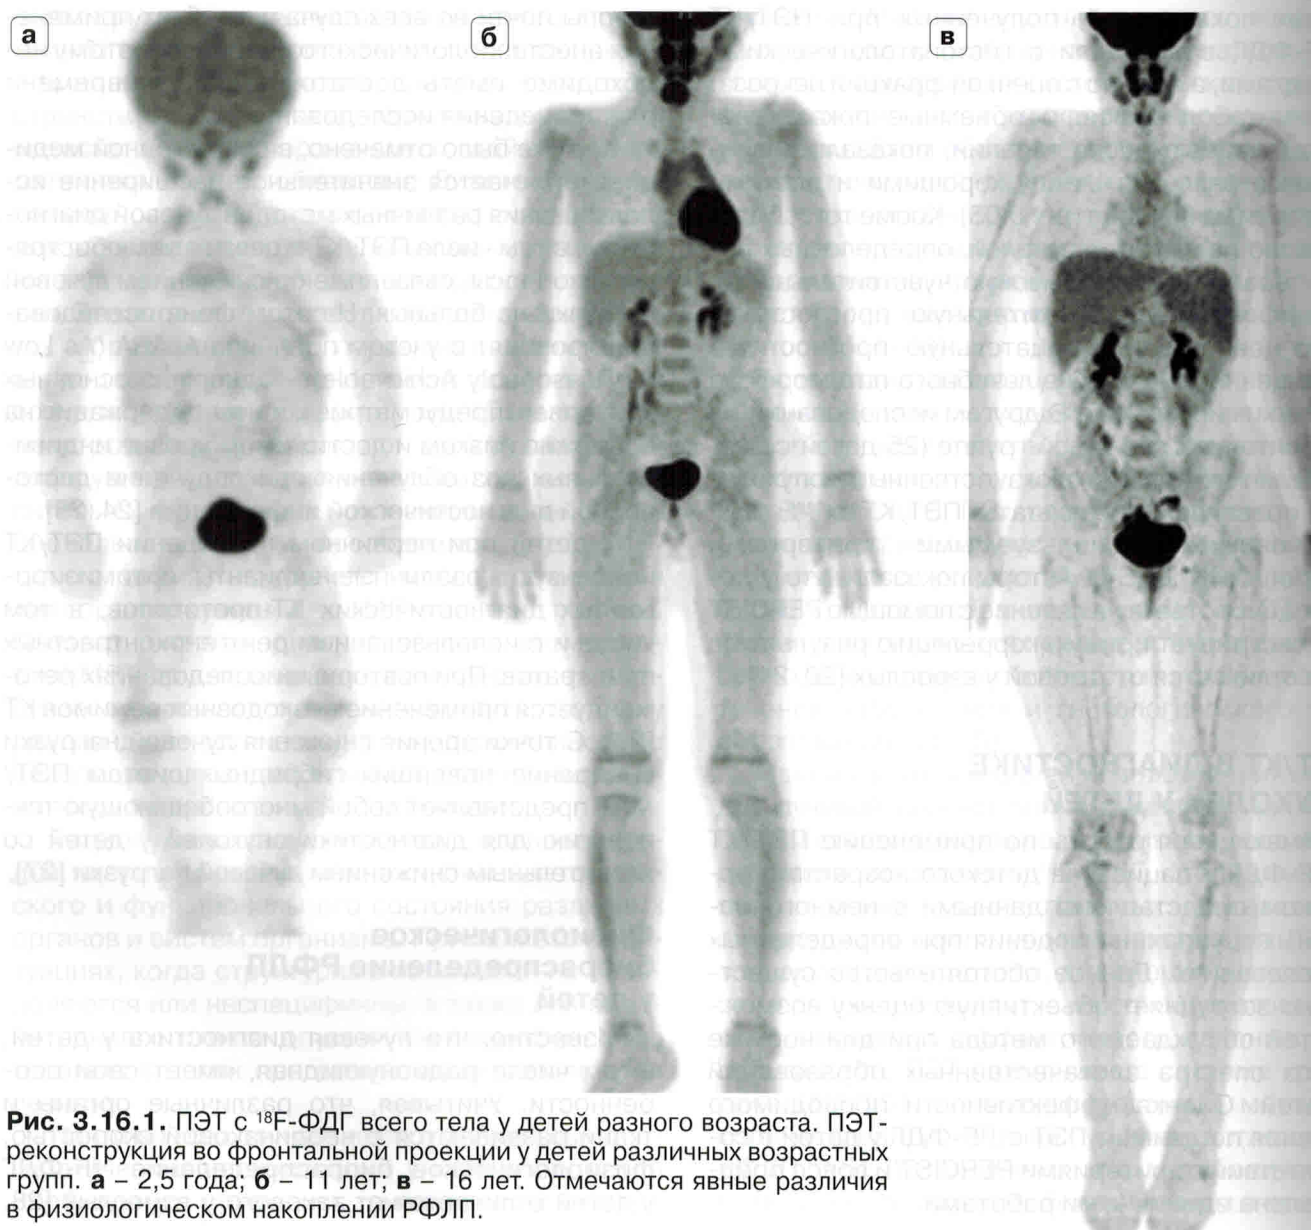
ПЭТ с ^{18}F -ФДГ всего тела у детей разного возраста. ПЭТ-реконструкция во фронтальной проекции у детей различных возрастных групп. а – 2,5 года; б – 11 лет; в – 16 лет. Отмечаются явные различия в физиологическом накоплении РФЛП.
